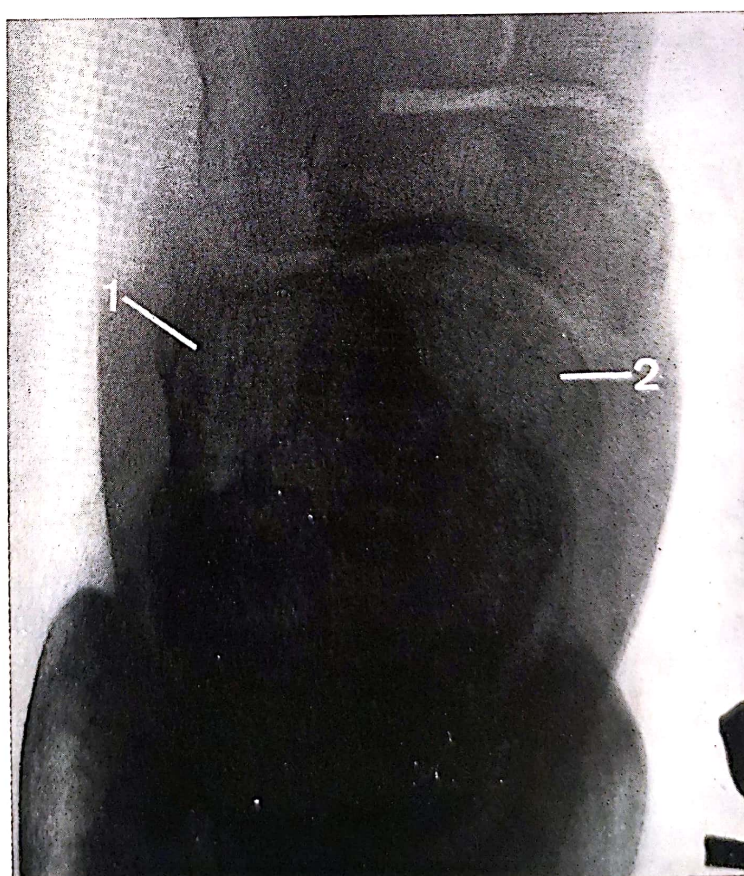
Radiografie în proiecție axială pretibială, care servește la evidențierea marii apofize (1), articulației mediotarsiene și capului astragalului (2).
